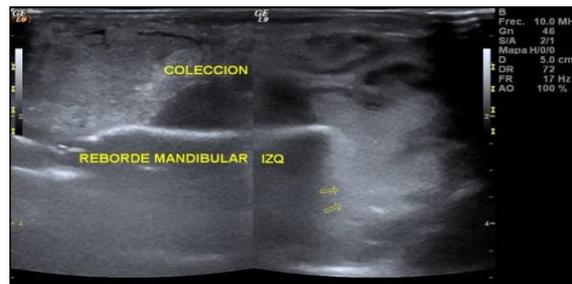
Ultrasonido de cuello y cara en tiempo real.
